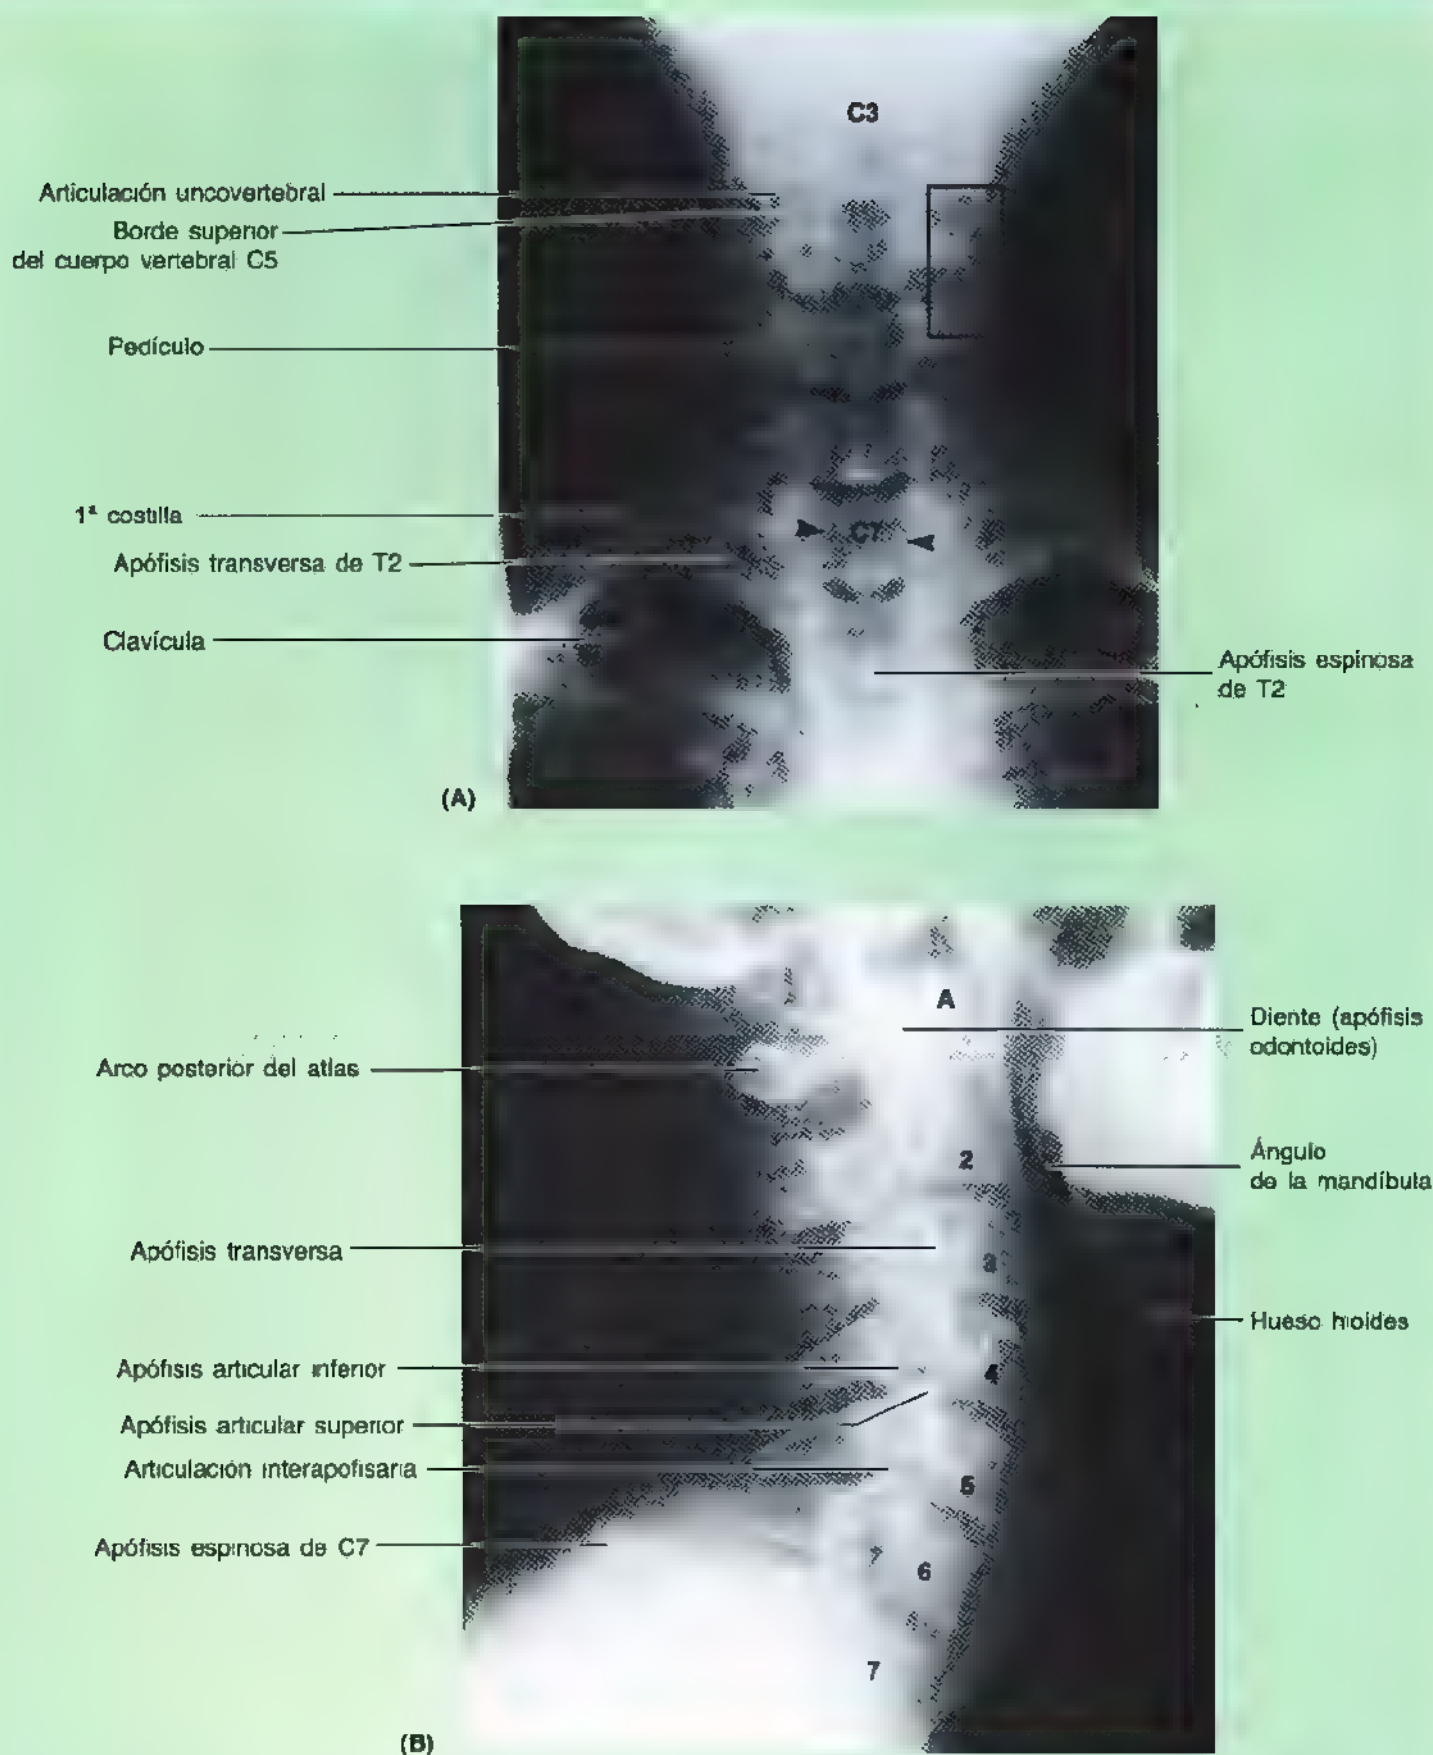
Radiografías de la región cervical de la columna vertebral. A. Proyección anteroposterior (AP). Obsérvense las apófisis espinosas bifidas de las vértebras C2 a C6. Las cabezas de flecha indican los márgenes de la columna de aire (en negro) de la tráquea. El área del recuadro delimita la columna de las apófisis articulares y las apófisis transversas superpuestas. B. Proyección lateral. Obsérvese cómo el arco anterior del atlas (C1) (A) se sitúa en un plano anterior a la línea curva que une los bordes anteriores de los cuerpos vertebrales. Se enumeran los cuerpos vertebrales de C2 a C7. Se aprecia también la apófisis espínosa larga (C7) de la vértebra prominente. (Cortesía del Dr. J. Heslin, Toronto, Ontario, Canada.)
